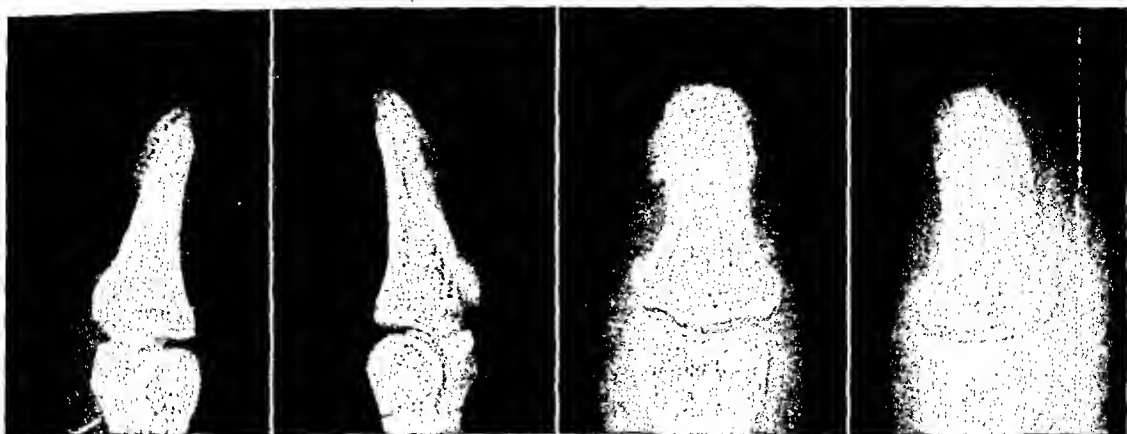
Fall 1. I. W. Röntgenbilder des rechten und linken Daumens. Die Druckusur an der rechten Endphalanx ist deutlich sichtbar.
